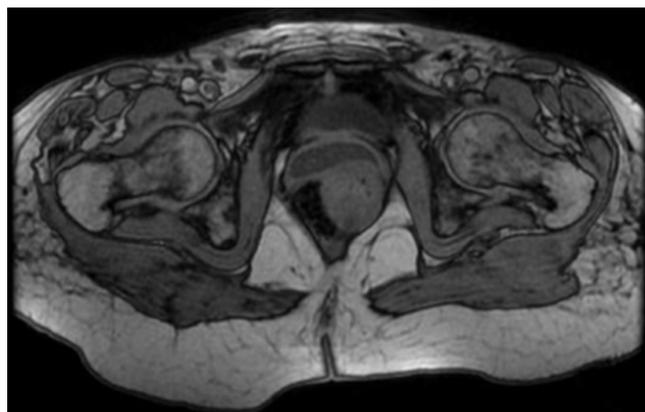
Avaliação da resposta do tumor ao Imatinib: RM mostrando massa submucosa exóftica, heterogênea, (medindo 4,0x3,0x3,1 cm) sobre a parede retal anterior esquerda ocupando o septo retovaginal, com a invasão parcial da porção cranial do músculo elevador do ânus.
